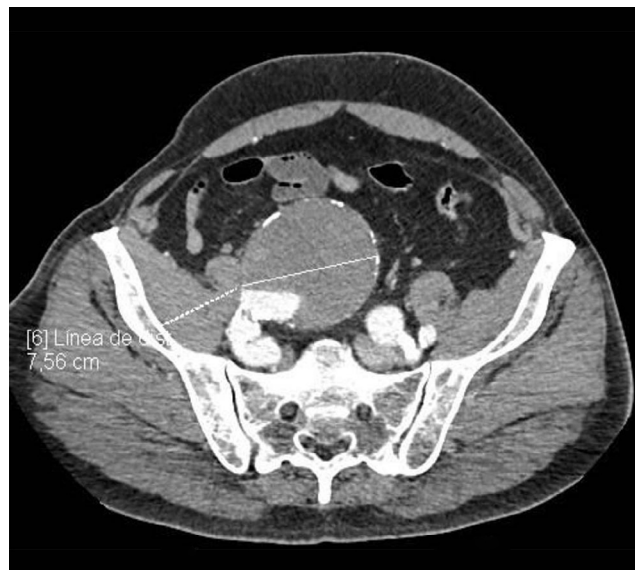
TAC con contraste: corte axial en pelvis. Mismo aneurisma de aorta abdominal en un corte axial a la altura de las arterias ilíacas, de mayor extensión en ilíaca derecha, con un diámetro de 7,56 cm.
